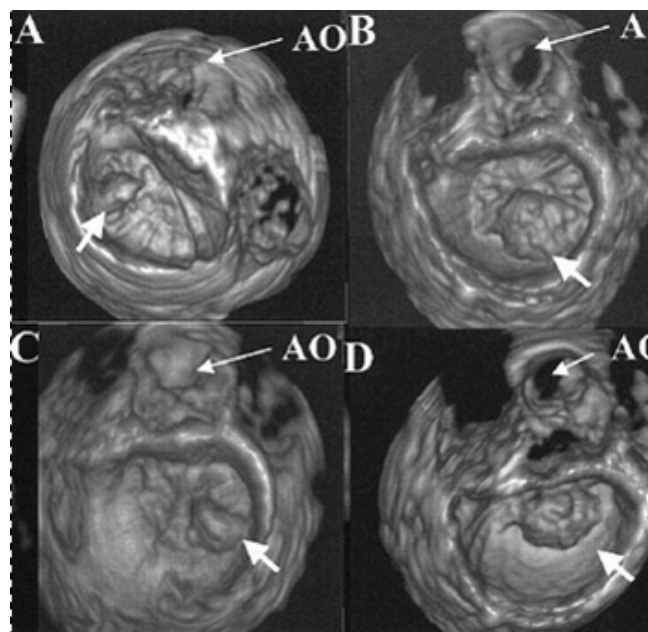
Чреспищеводная трехмерная эхокардиография. АО – аорта. А – пролапс медиального гребня (P1) задней створки митрального клапана (показан стрелкой), В – срединного гребня (P2), С – латерального гребня (P3), D – пролапс передней створки митрального клапана.
